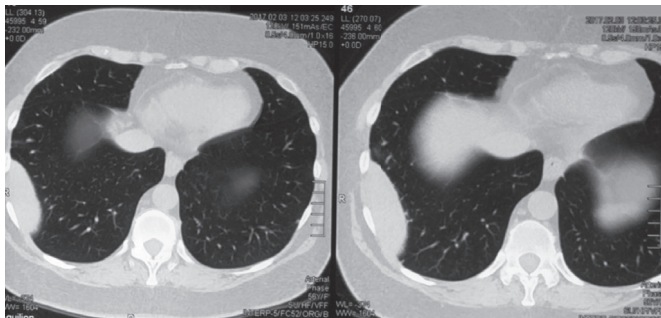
Візуалізація доброякісної ліптоми плеври під час КТ ОГП.
